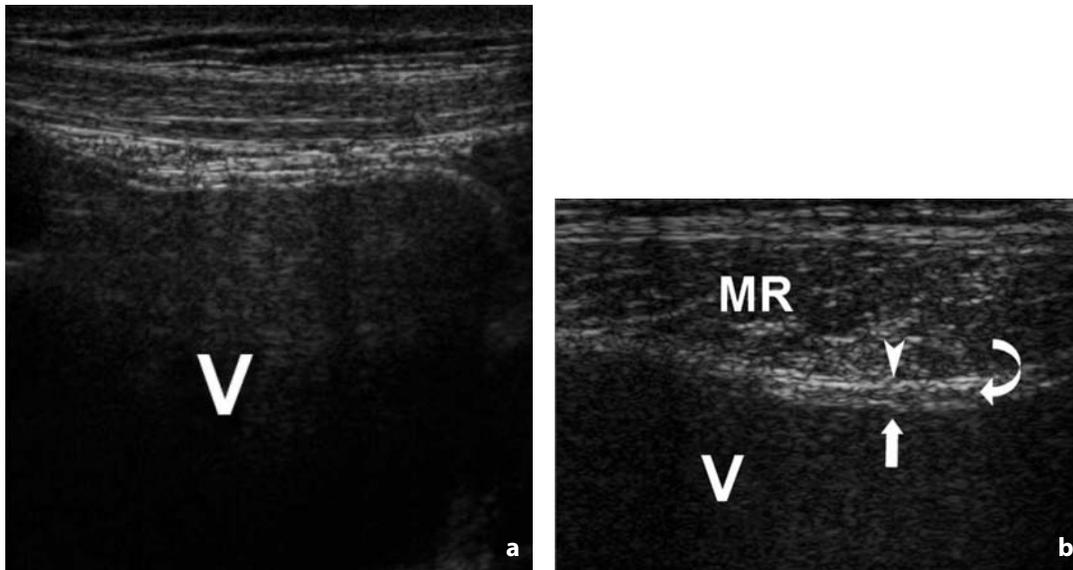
Ecografia. Vescica. L'utilizzo di sonda ad alta frequenza consente di distinguere, meglio nell'immagine di dettaglio (b), i diversi strati costituenti la parete: esterno, iperecogeno, corrispondente all'avventizia e al tessuto adiposo circostante (punta di freccia); intermedio, ipoecogeno, dato dalla tonaca muscolare (freccia curva); interno, iperecogeno rappresentato dalla sottomucosa e dalla mucosa (freccia). MR = muscolo retto addominale; V = vescica
